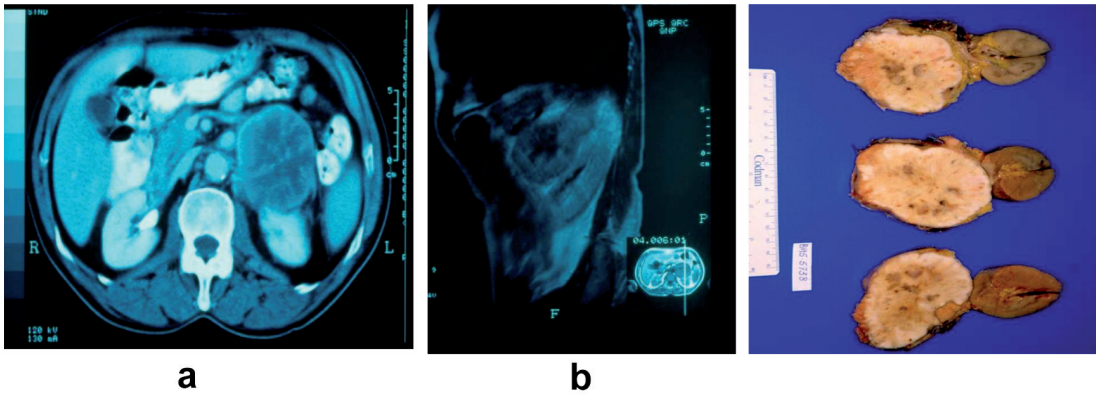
Metástasis suprarrenal de carcinoma gástrico. TAC (a). RNM (b).
